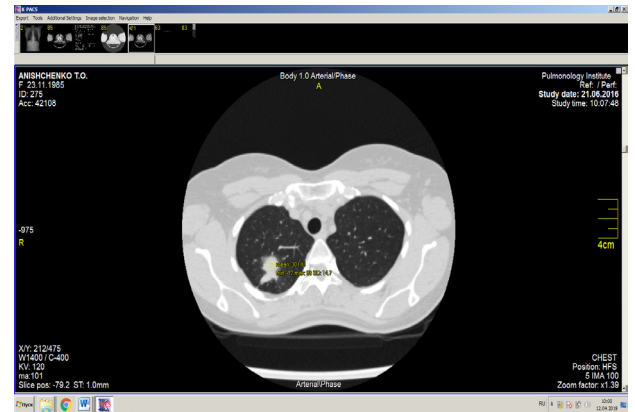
Аксиальный срез КТ больного Р. с денситометрическими показателями
